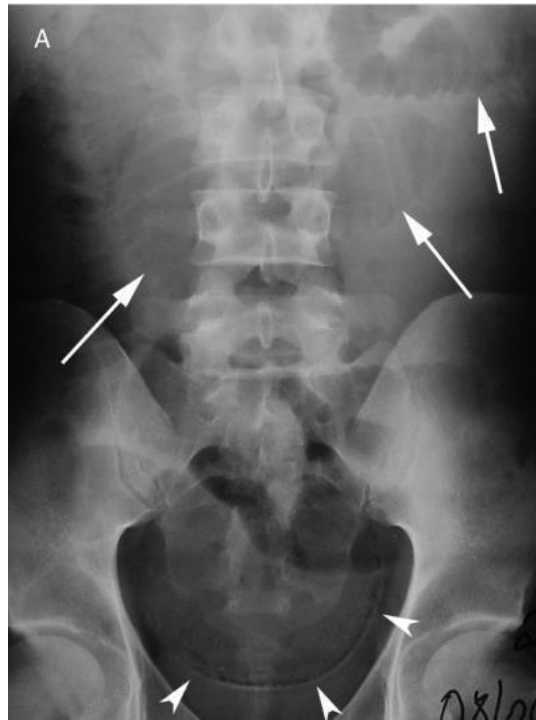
Radiografía abdominal simple que muestra múltiples asas dilatadas del intestino delgado (flechas) y gas intraparietal, que se corresponde con una neumatosis intestinal en la región hipogástrica (puntas de flecha)
